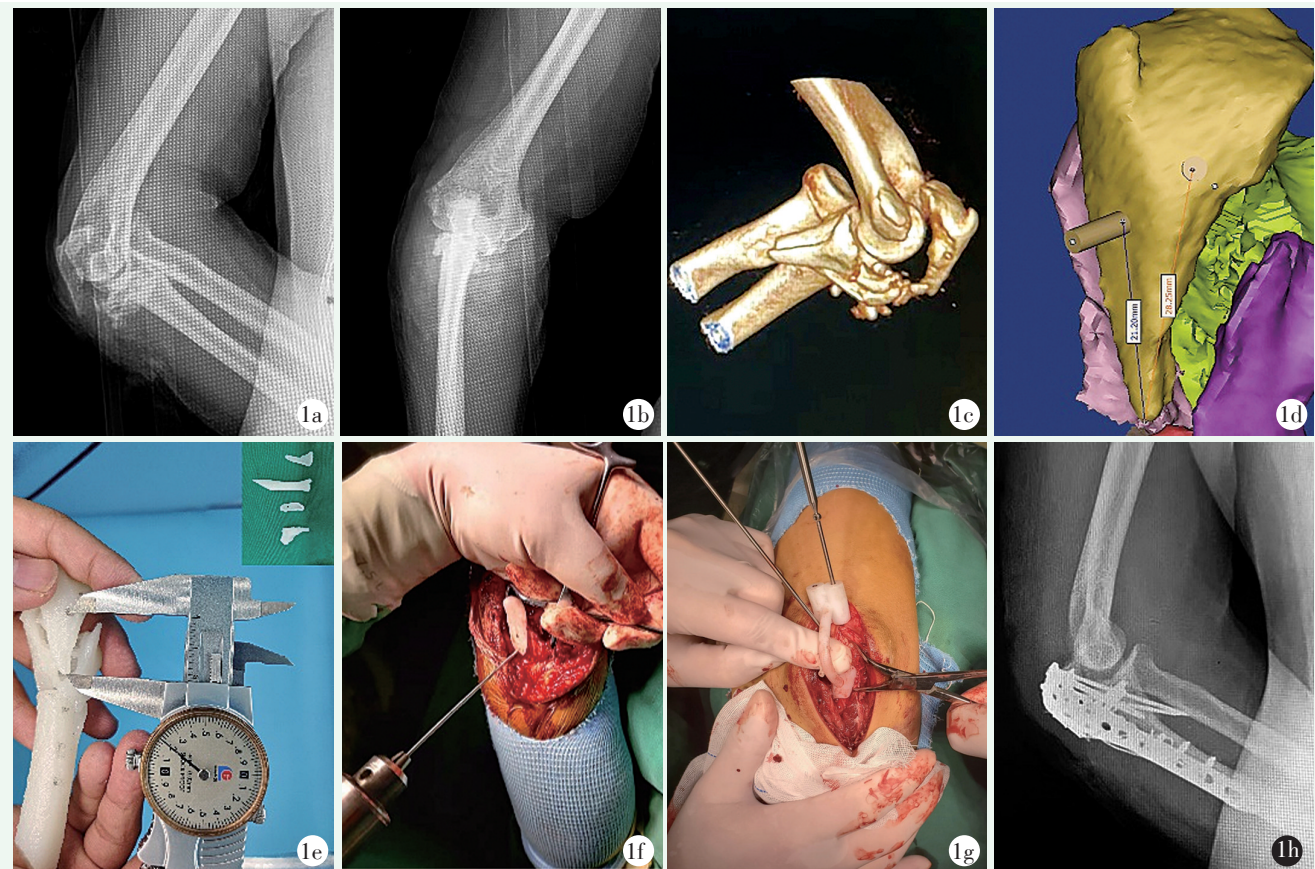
患者女性, 57 岁。1a: 术前侧位 X 线片示鹰嘴粉碎骨折, 肘关节后脱位; 1b: 术前正位 X 线片示鹰嘴骨折、肱桡关节对位不良; 1c: 术前肘关节 CT 重建可见鹰嘴粉碎骨折, 肱尺、肱桡关节脱位; 1d: 术前 mimics 软件中骨块识别重建测量数据进行术前规划; 1e: 术前数字技术 3D 模型、导板实操数据修改; 1f: 术中导板确定关键骨块钉孔位置; 1g: 术中利用导板完成张力带固定; 1h: 术后肘关节侧位 X 线片显示肱尺关节复位、鹰嘴复位满意, 固定牢固。
